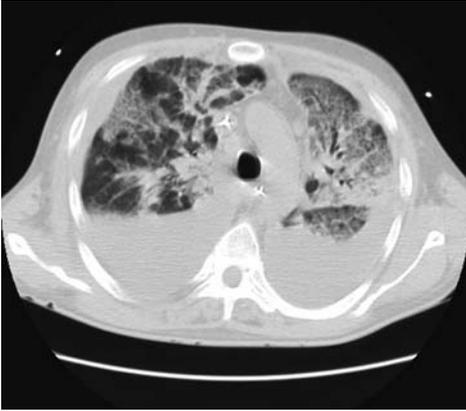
TAC de tórax. Neumonía eosinófila aguda con infiltrados bilaterales y derrame pleural bilateral.
